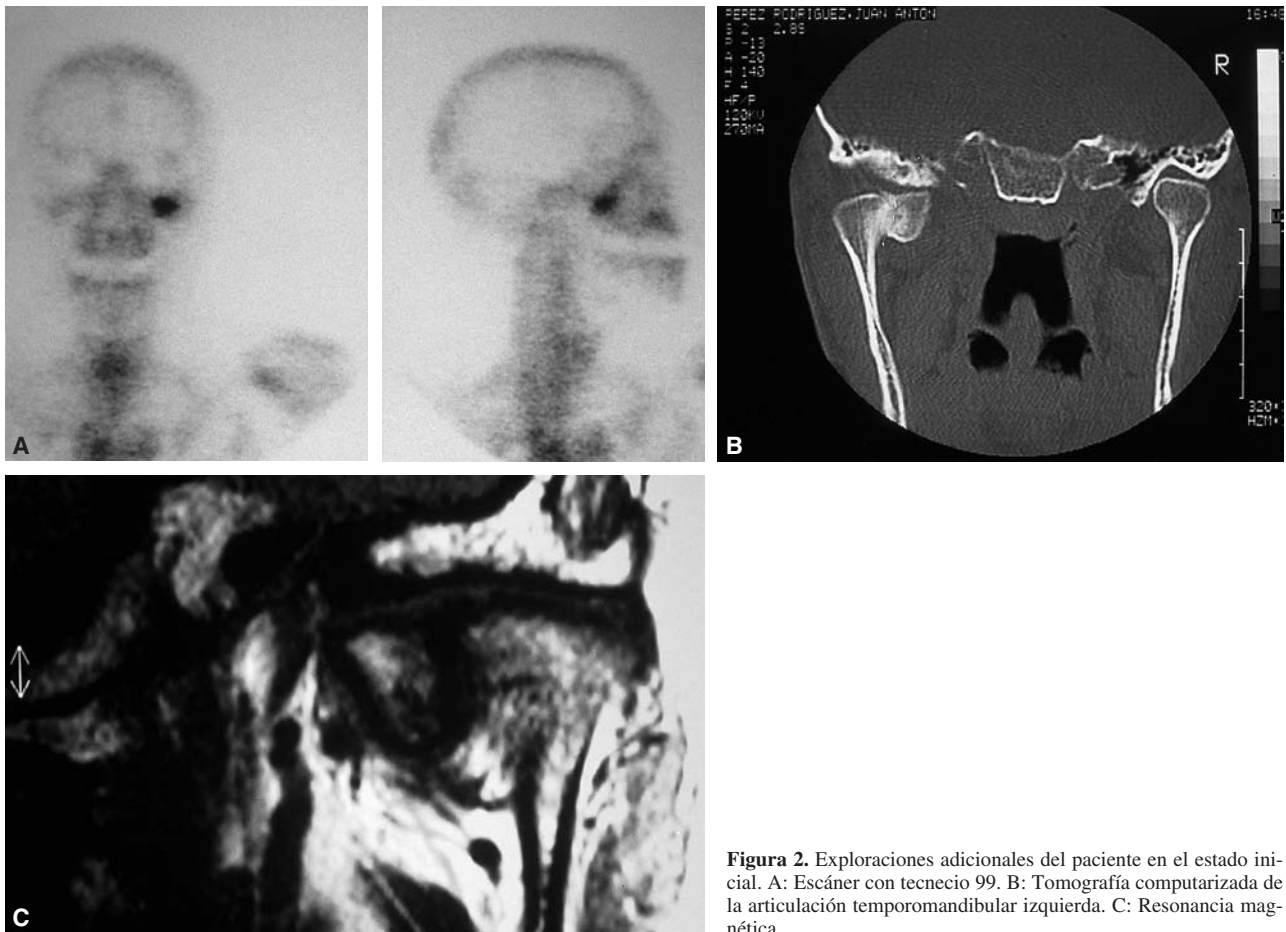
Exploraciones adicionales del paciente en el estado inicial. A: Escáner con tecnecio 99. B: Tomografía computarizada de la articulación temporomandibular izquierda. C: Resonancia magnética.
